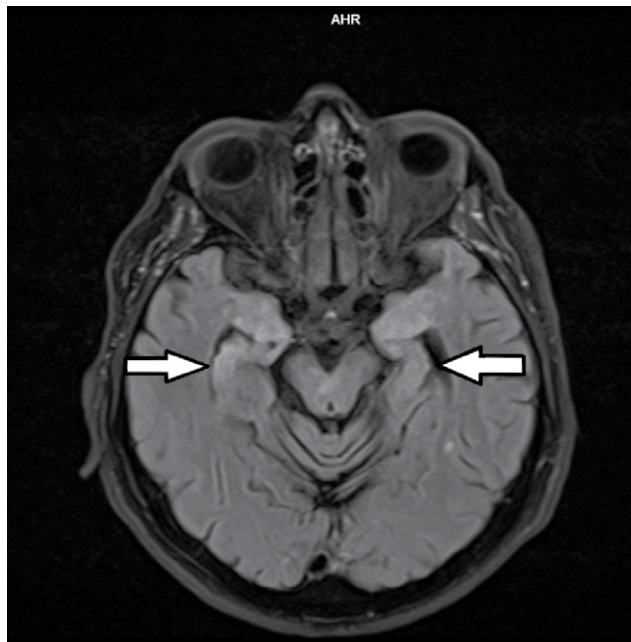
МРТ головного мозга, FLAIR-режим. Стрелками указана гиперинтенсивность МР-сигнала в области медиальных отделов височных долей (гиппокампы)
